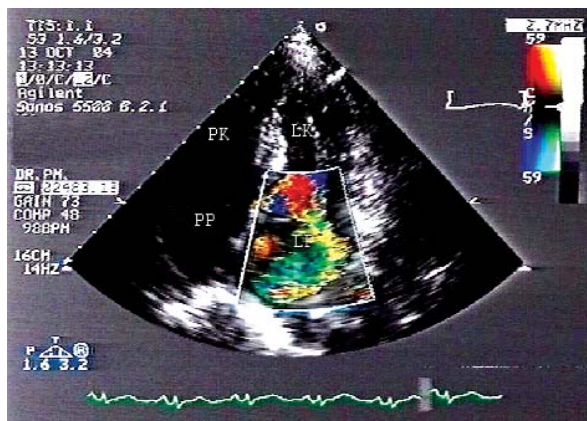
Echokardiogram przezklatkowy, projekcja czterojamowa koniuszkowa. Wypadanie segmentu A2 przedniego płata zastawki mitralnej (strzałka)
